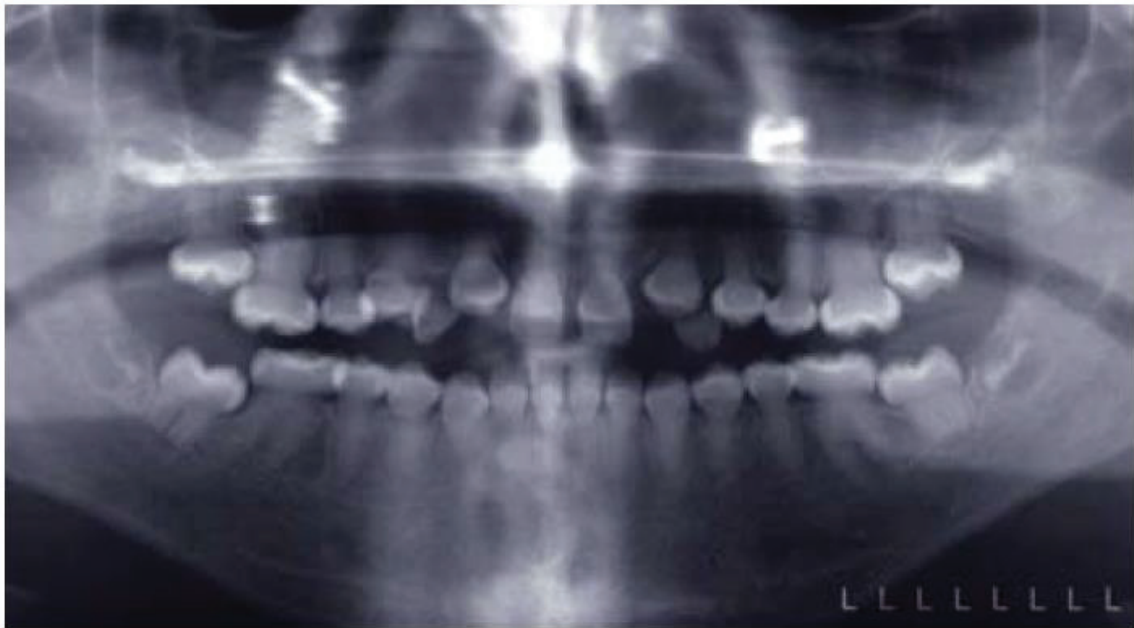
Radiographie panoramique d'un enfant de 9 ans atteint de DI de type II. (43)
